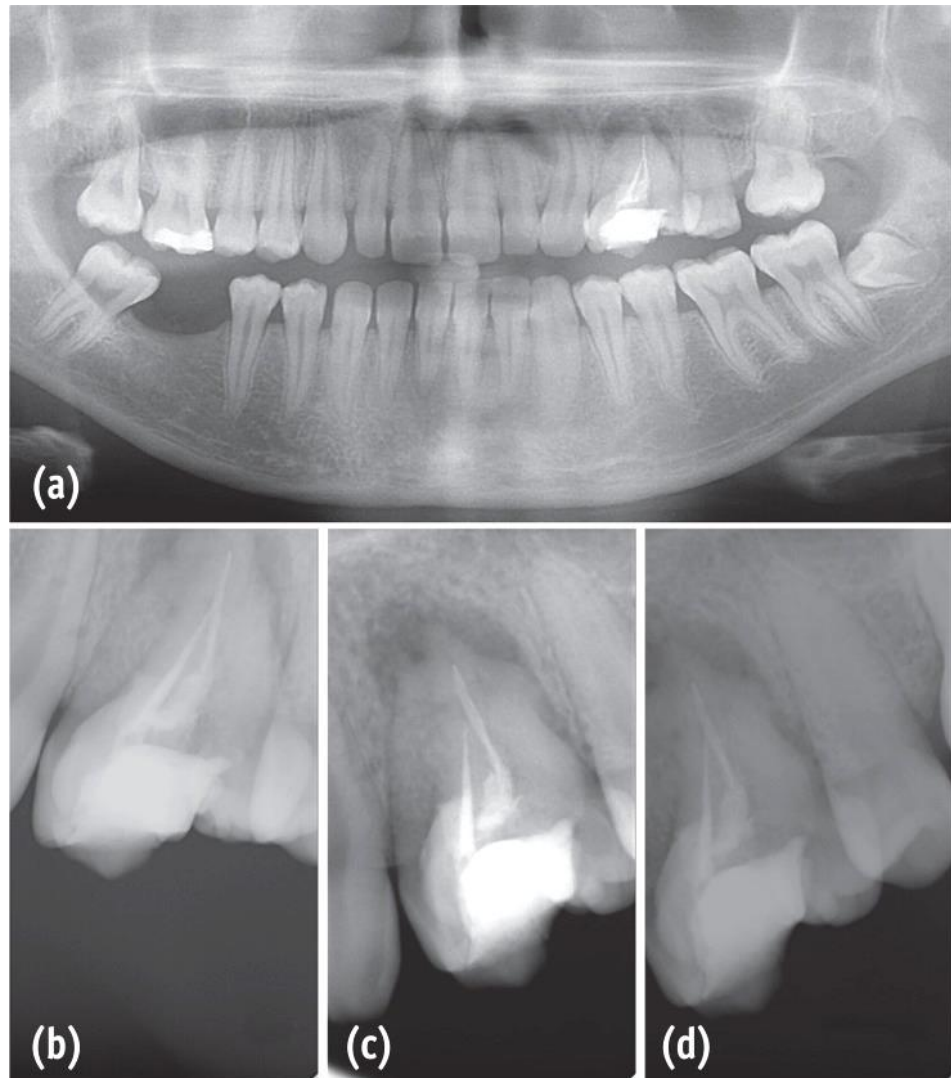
a: radiographie panoramique préopératoire, b, c, d: radiographies rétroalvéolaires sous différentes angulations [14].
